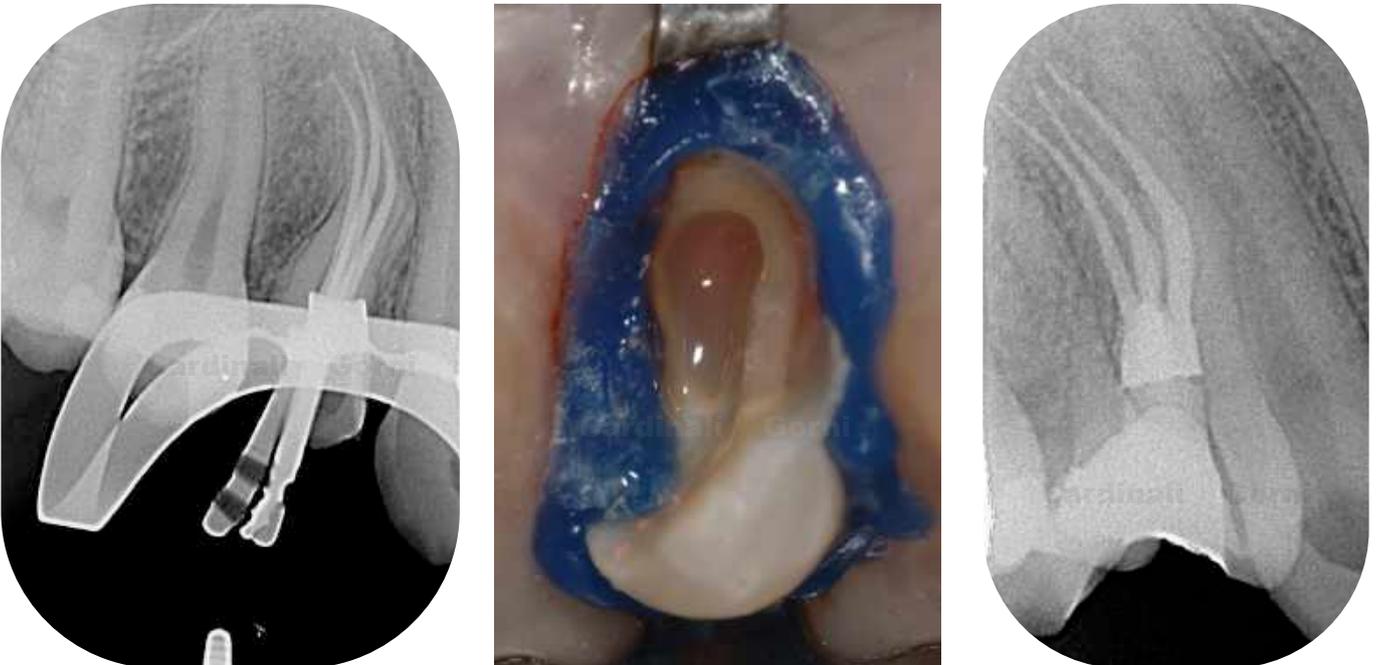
Radiografia intra-operatoria con i coni alla LL.; dopo l'otturazione gli orifizi vengono sigillati con il composito fluido.
